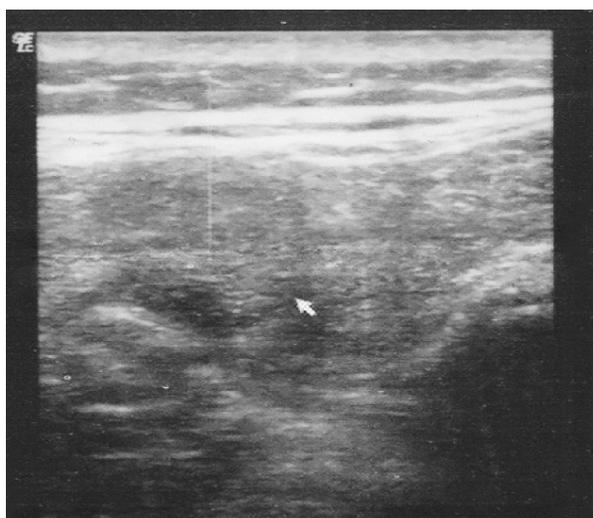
УЗИ после лечения
